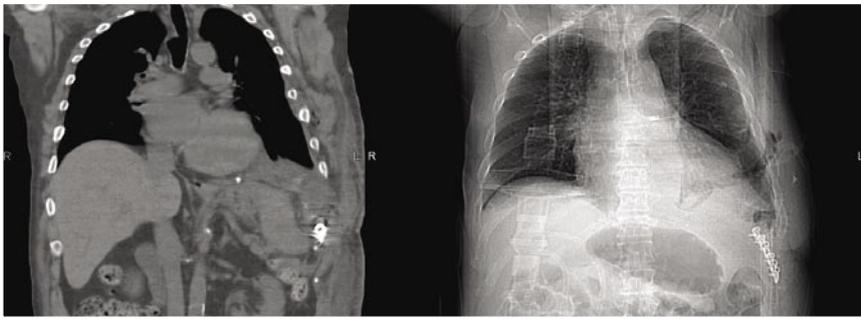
МСКТ органов грудной клетки после операции остеосинтеза 10 ребра
